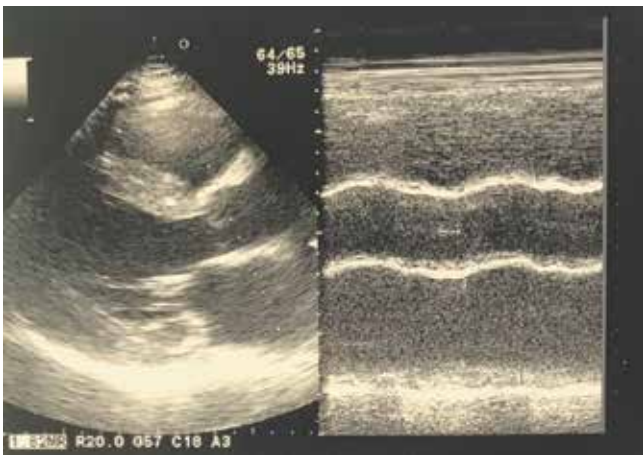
Эхокардиография, клапан аорты.
